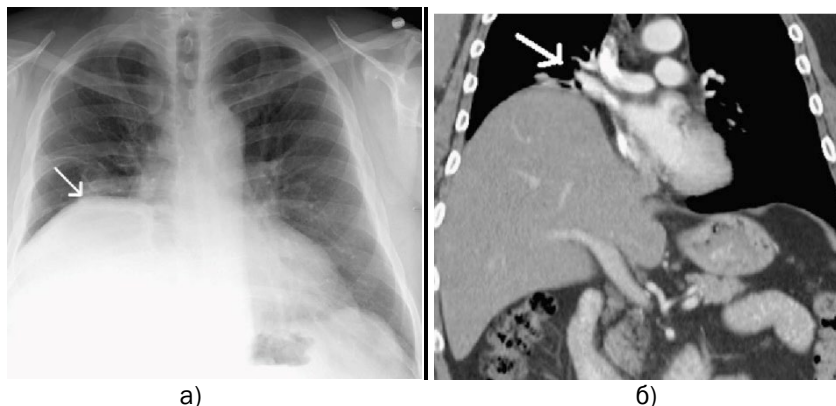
Пацієнт Р., 72 р. Параліч правого купола діафрагми. а – оглядова рентгенограма ОГК (стрілка). б – КТ ОГК (фронтальна проекція) (стрілка).
